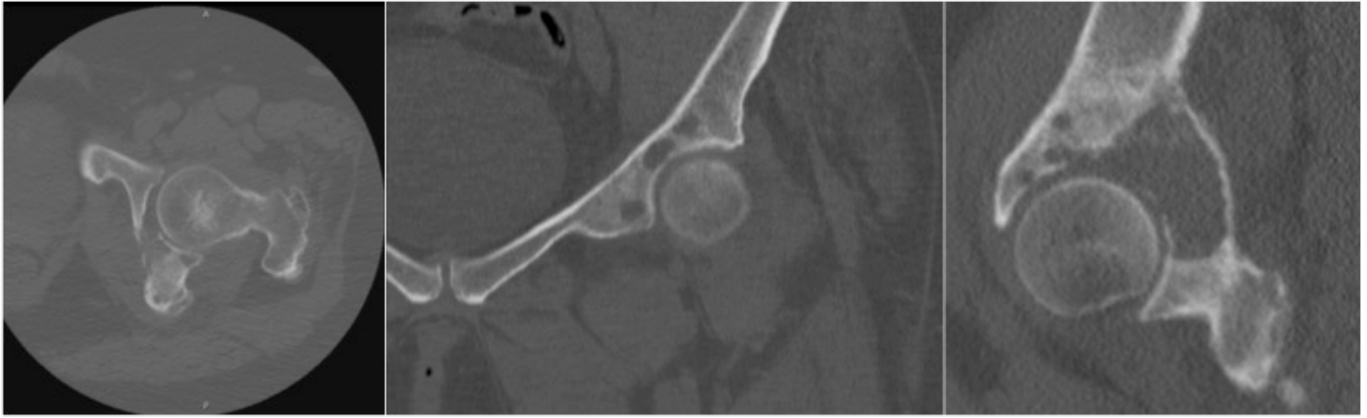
Tomografia computadorizada da anca esquerda, a demonstrar com lesão osteolítica na região de carga do acetábulo esquerdo.
